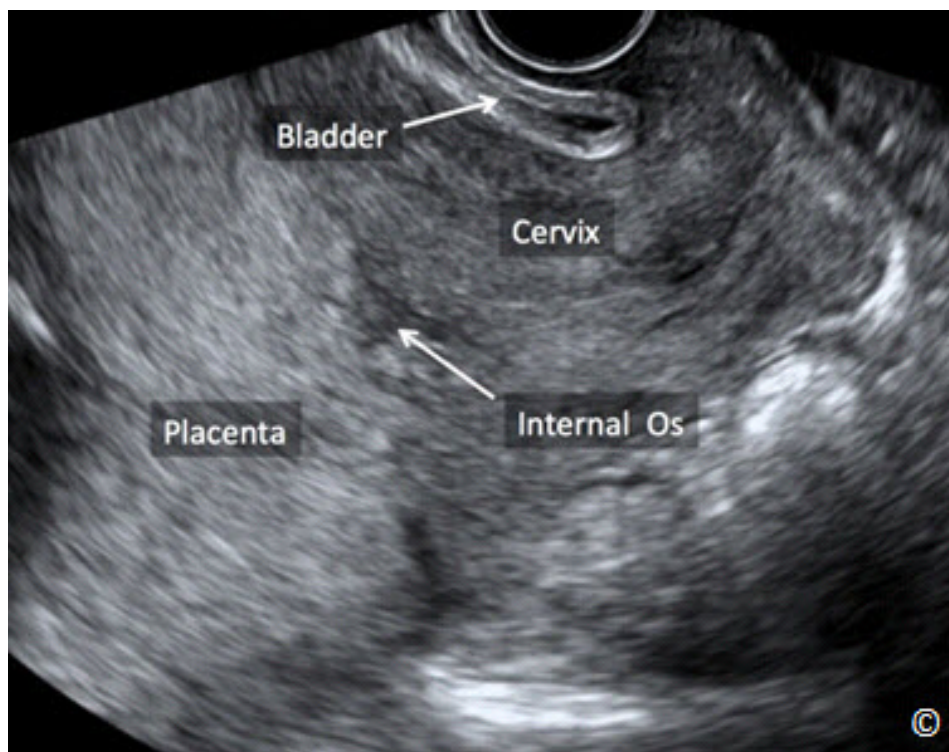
Un ultrasonido transvaginal en el tercer trimestre que muestra una placenta previa. Obsérvese que la placenta (etiquetada) está cubriendo el orificio cervical interno (la etiqueta). La vejiga es vista anteriormente (con la etiqueta). El cérvix también se etiqueta para la orientación de la imagen.
